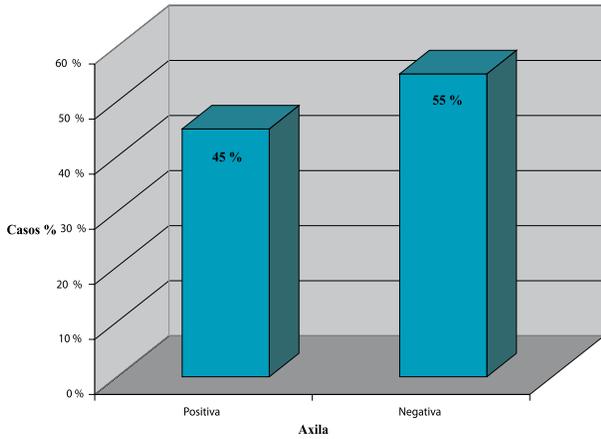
Evaluación inicial de la axila mediante PAAF guiada por ultrasonido en pacientes con tumores LB protocolo Francisca.
